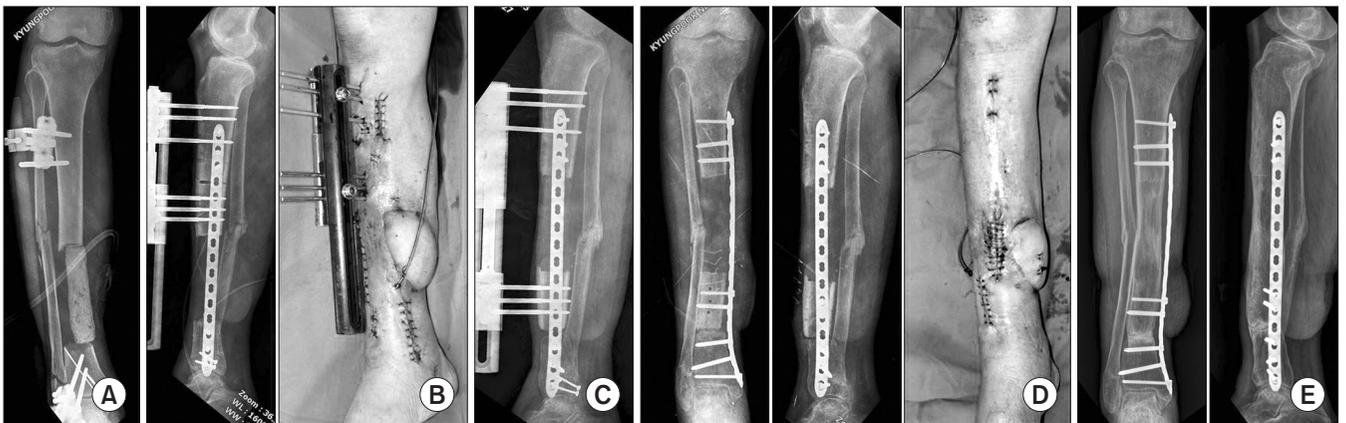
(A) A nonunion with segmental bone defect occurred after the management of open tibia fracture. (B, C) Bone transport over the plate was performed. (D) After the completion of bone transport, screws were fixed at the transported segment through empty holes of plate followed by the bone graft at the docking site and the removal of external fixator. (E) At 8 months, radiograph showed the consolidation at the distraction area and union at the docking site.
